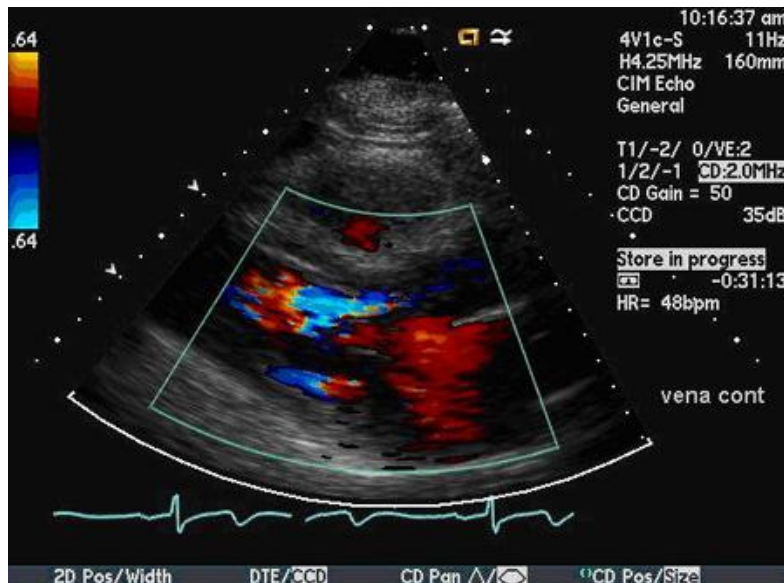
Vena contracta in der Farbechokardiographie (bestpractice.bmj.com)
